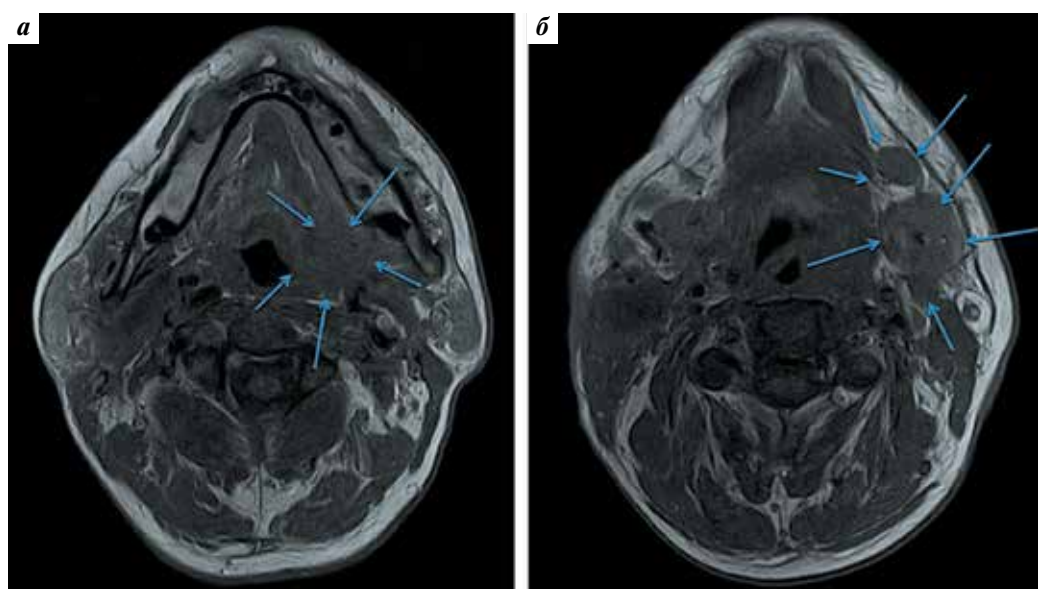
Магнитно-резонансная томография пациента Т. через 12 нед терапии: а — резорбция первичного очага; б — резорбция конгломерата лимфатических узлов
